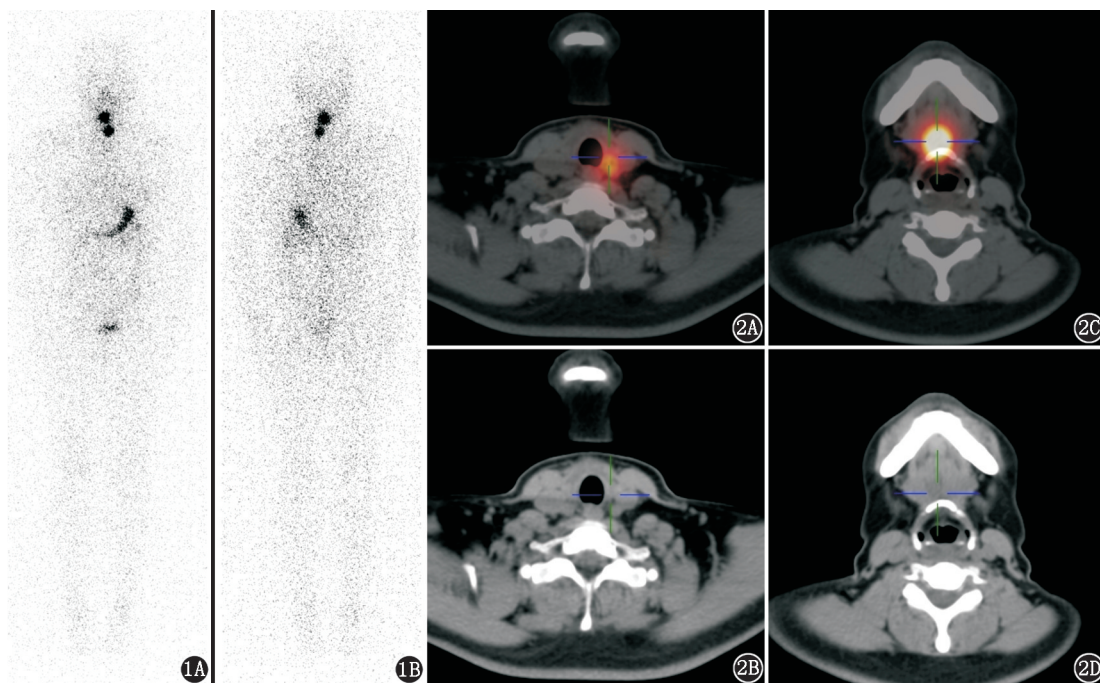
甲状腺乳头状癌患者(女,43岁)甲状腺全切除、双侧Ⅵ区淋巴结清扫术后, ^{131}I 治疗前诊断剂量 ^{131}I 全身平面显像图。前位(1A)和后位(1B)图可见颈部2处摄碘灶,一处位于下颈部偏左,另一处位于上颈部近正中。图 2 同一患者 ^{131}I 颈部 SPECT/CT 显像图。2A、2B.下颈部偏左摄碘灶位于左甲状腺床区,定位 CT 局部见少许片状软组织影;2C、2D.上颈部近正中摄碘灶位于舌骨前方,定位 CT 局部未见淋巴结或其他异常
